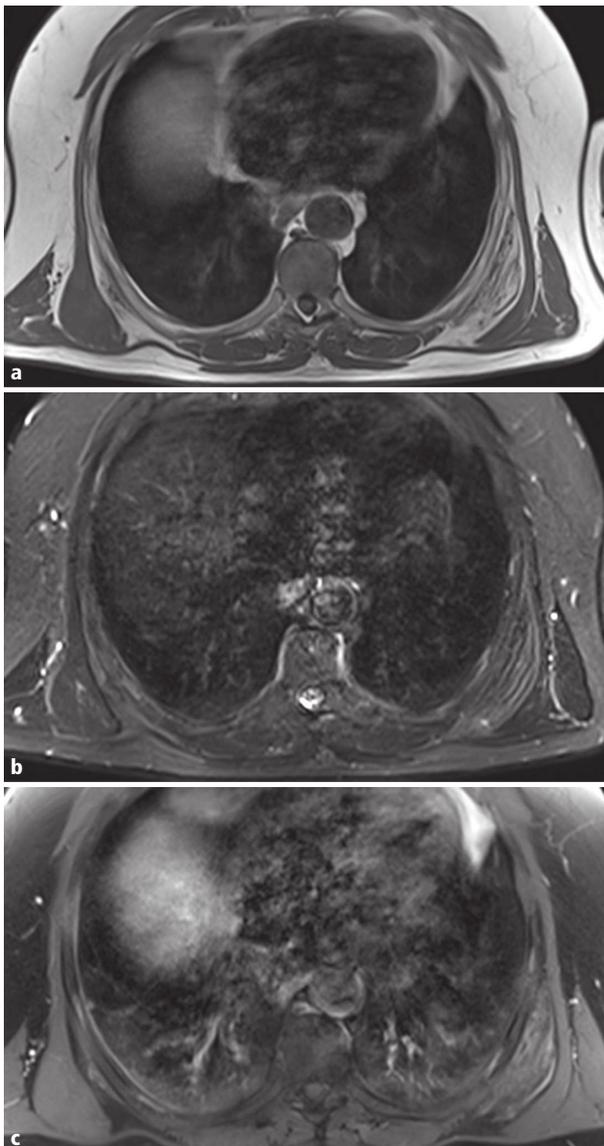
IRM en coupe axiale T1 (a), T2FS (b) et T1FS après injection (c).
